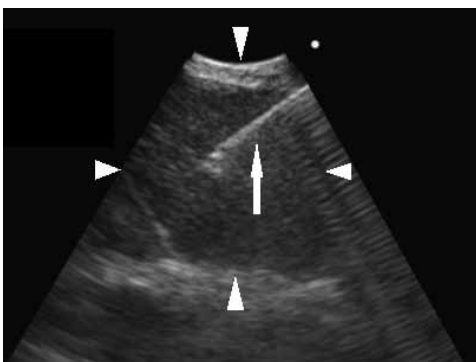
An ultrasound image showing an enlarged lymph node (hypoechoic area; arrowheads) and an aspiration needle (arrow) inserted into the lymph node. On ensuring that the tip of the needle is inside the target lymph node, negative pressure is applied and the needle is moved back and forth inside the lymph node to obtain material for pathological examination.
